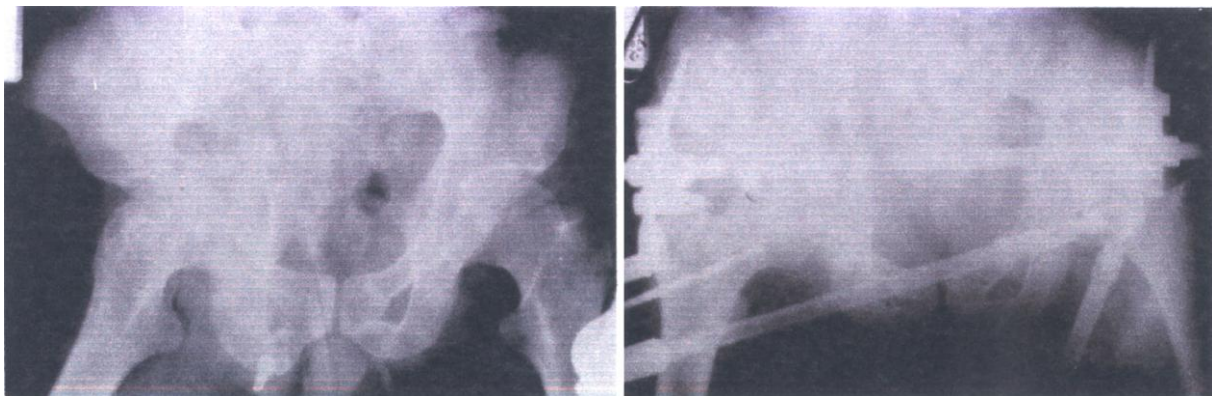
Рентгенограммы до и после операции больного М. при поступлении
